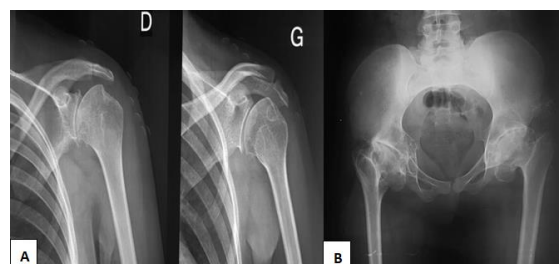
A : Radiographie des deux épaules face: élargissement de la métaphyse avec aplatissement de l'épiphyse proximale et rétrécissement de l'interligne articulaire ; B : Radiographie du bassin face : élargissement des têtes fémorales avec aplatissement de type dysplasique et aspect hétérogène des deux têtes, siège de quelques géodes
